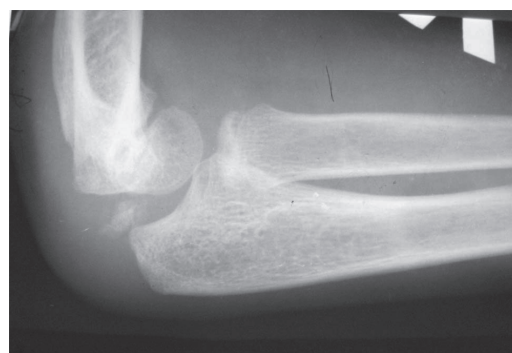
Рентгенограмма правого локтевого сустава больного П., 13 лет; диагноз: сгибательная деформация дистального отдела плечевой кости
